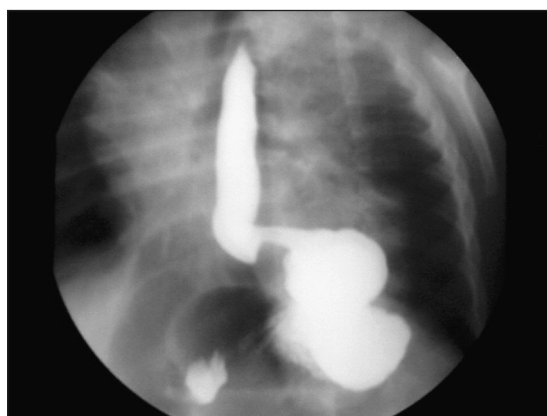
Radiografía de esófago-estómago-duodeno. Se observa la hernia hiatal por deslizamiento pero no hay evidencias de una imagen compatible con una duplicación esofágica.
